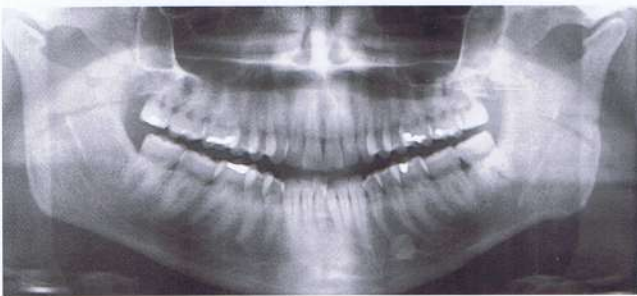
La forma del cóndilo en la radiografía panorámica es un indicador de cambios osteoartrotríticos. Note también la estructura radiopaca entre los ápices de las raíces de los premolares inferiores (compatible con osteoesclerosis idiopática).
